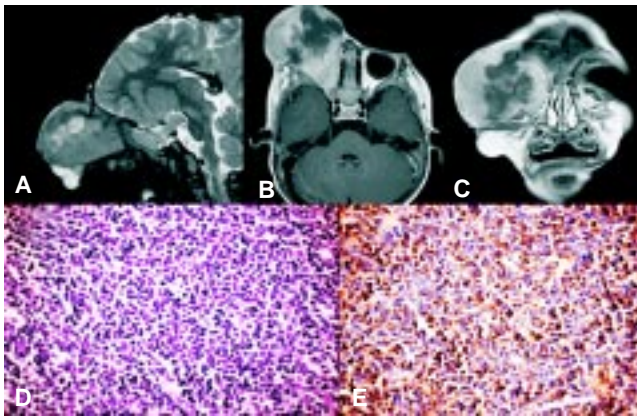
A) Corte sagital de RM secuencia ponderada en T2 con lesión orbitaria heterointensa derecha, con zona central hiperintensa en relación a necrosis. B) Corte axial de resonancia magnética ponderada en T1 con Gadolinio en donde se observa el reforzamiento de la lesión y su centro hipointenso necrótico. C) Secuencia T1 con Gadolinio en corte coronal que demuestra la lesión ocupante de espacio orbitaria derecha con componente heterogéneo. D) Tejido periorbitario con infiltrado difuso por células de escaso citoplasma y núcleos ovoides. E) Las células expresan CD10.
